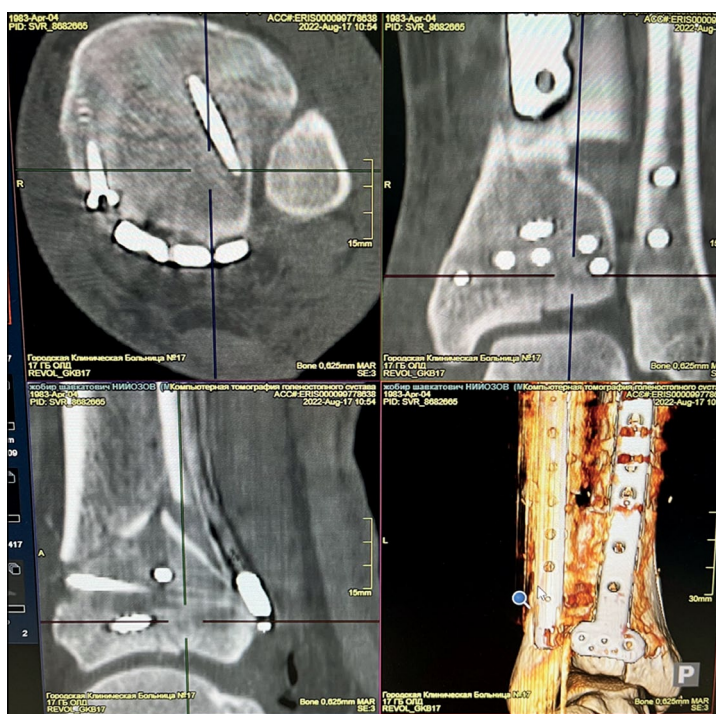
Данные контроля методом компьютерной томографии после операции.
